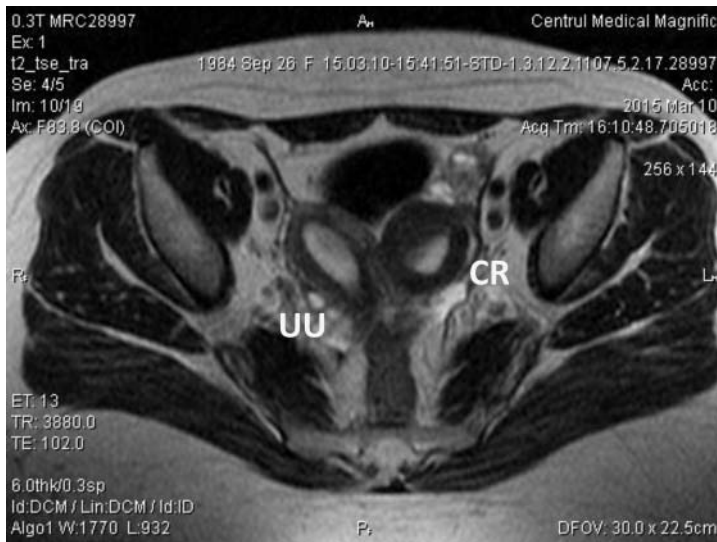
IRM (plan axial și coronal): uter unicorn pe dreaptă și corn cavitar rudimentar pe stânga, clasa A1b. Figura publicată anterior [13]
